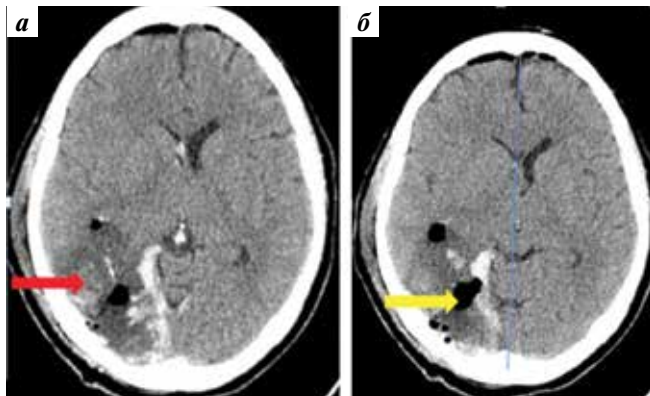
Компьютерная томография головного мозга пациентки М. при поступлении в стационар: а — гематома объемом 100 см<sup>3</sup> в правых височной, затылочной и теменной долях головного мозга (красная стрелка); б — поперечная дислокация влево не более чем на 10 мм (желтая стрелка)
